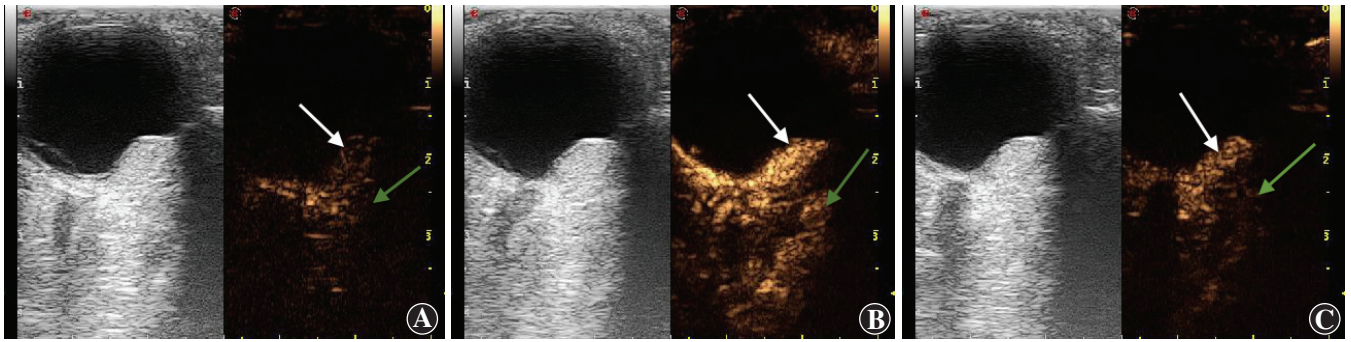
脉络膜血管瘤 B 型超声和 CEUS 检查 A~C 图的左侧图为 B 型超声图像,右侧为 CEUS 图像,可见 B 型超声检查仅提供占位病变的非特异性均匀回声等信息,而 CEUS 则可以显示肿瘤内动态血流变化 A:超声造影 13 s,脉络膜血管瘤病灶内开始显影(白箭头),信号高于周围眶组织(绿箭头) B:超声造影 26 s,病灶内呈浓度均匀一致的高信号(白箭头) C:CEUS 2 min 23 s,随时间推移病变内显影强度逐渐下降(白箭头),但病变内的显影强度始终高于眶内正常对照组织(绿箭头)
